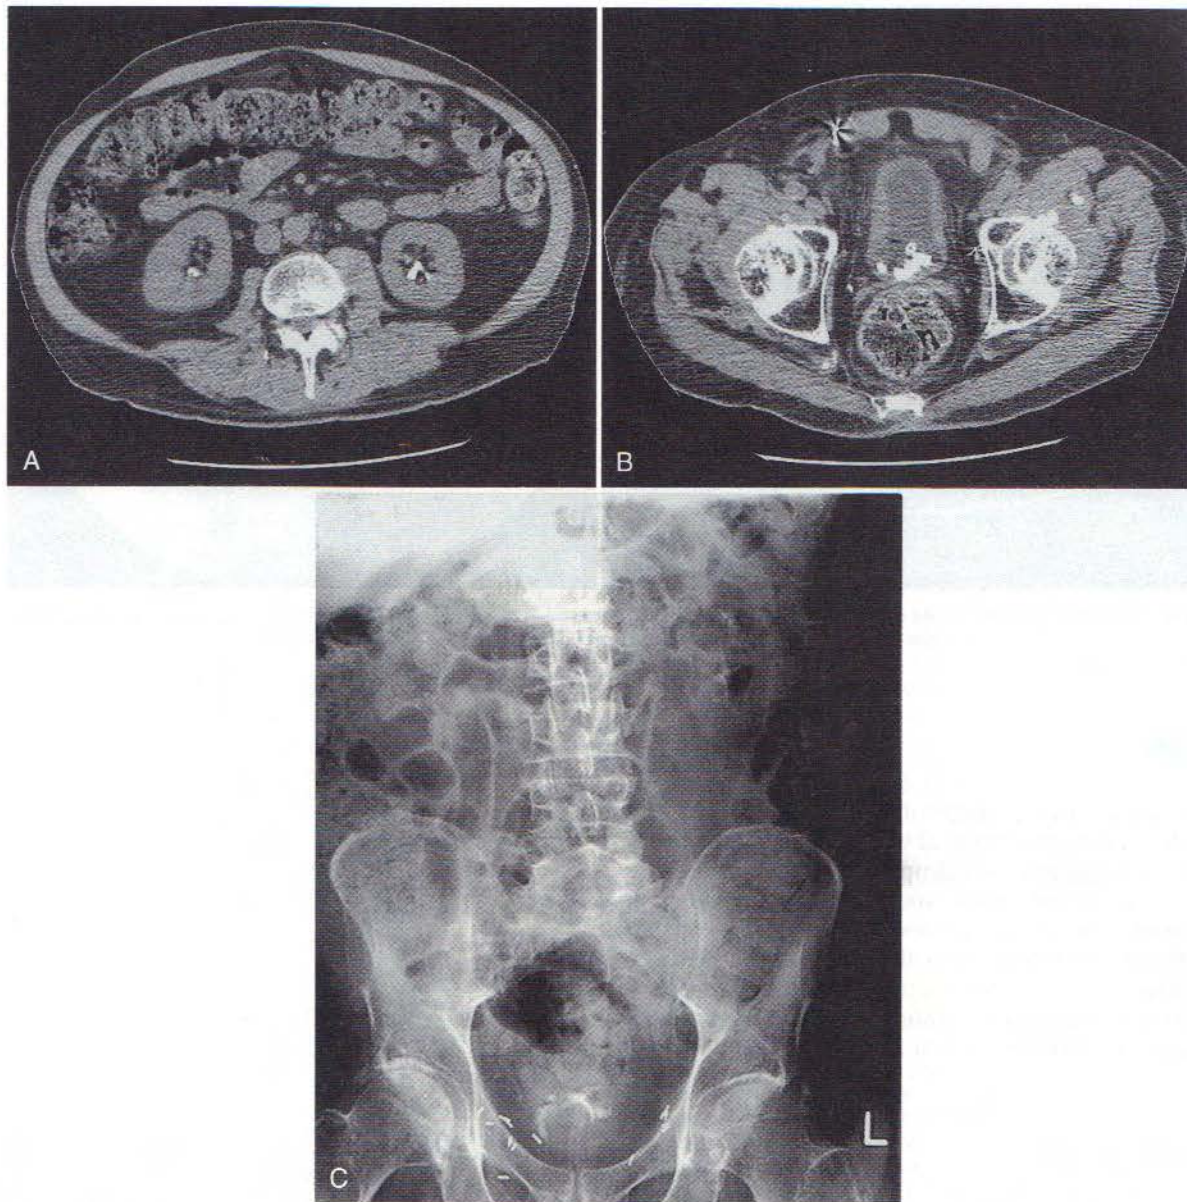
O TC-RUV (A și B) și o RUV standard (C) prezentând calculi renali și vezicali la un pacient cu tetraplegie. Calculii pot fi observați în RUV standard la acest pacient, dar, la mulți pacienți, vizualizarea este dificilă din cauza dimensiunii și densității calculilor, dimensiunii pacientului și stării intestinului suprapus. TC-RUV este mai sensibilă.
